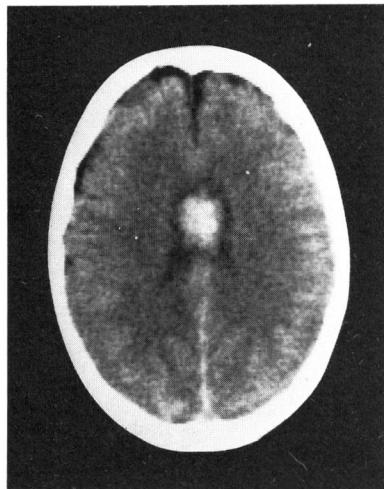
Case 1. CT scan on admission showing the callosal hematoma.
